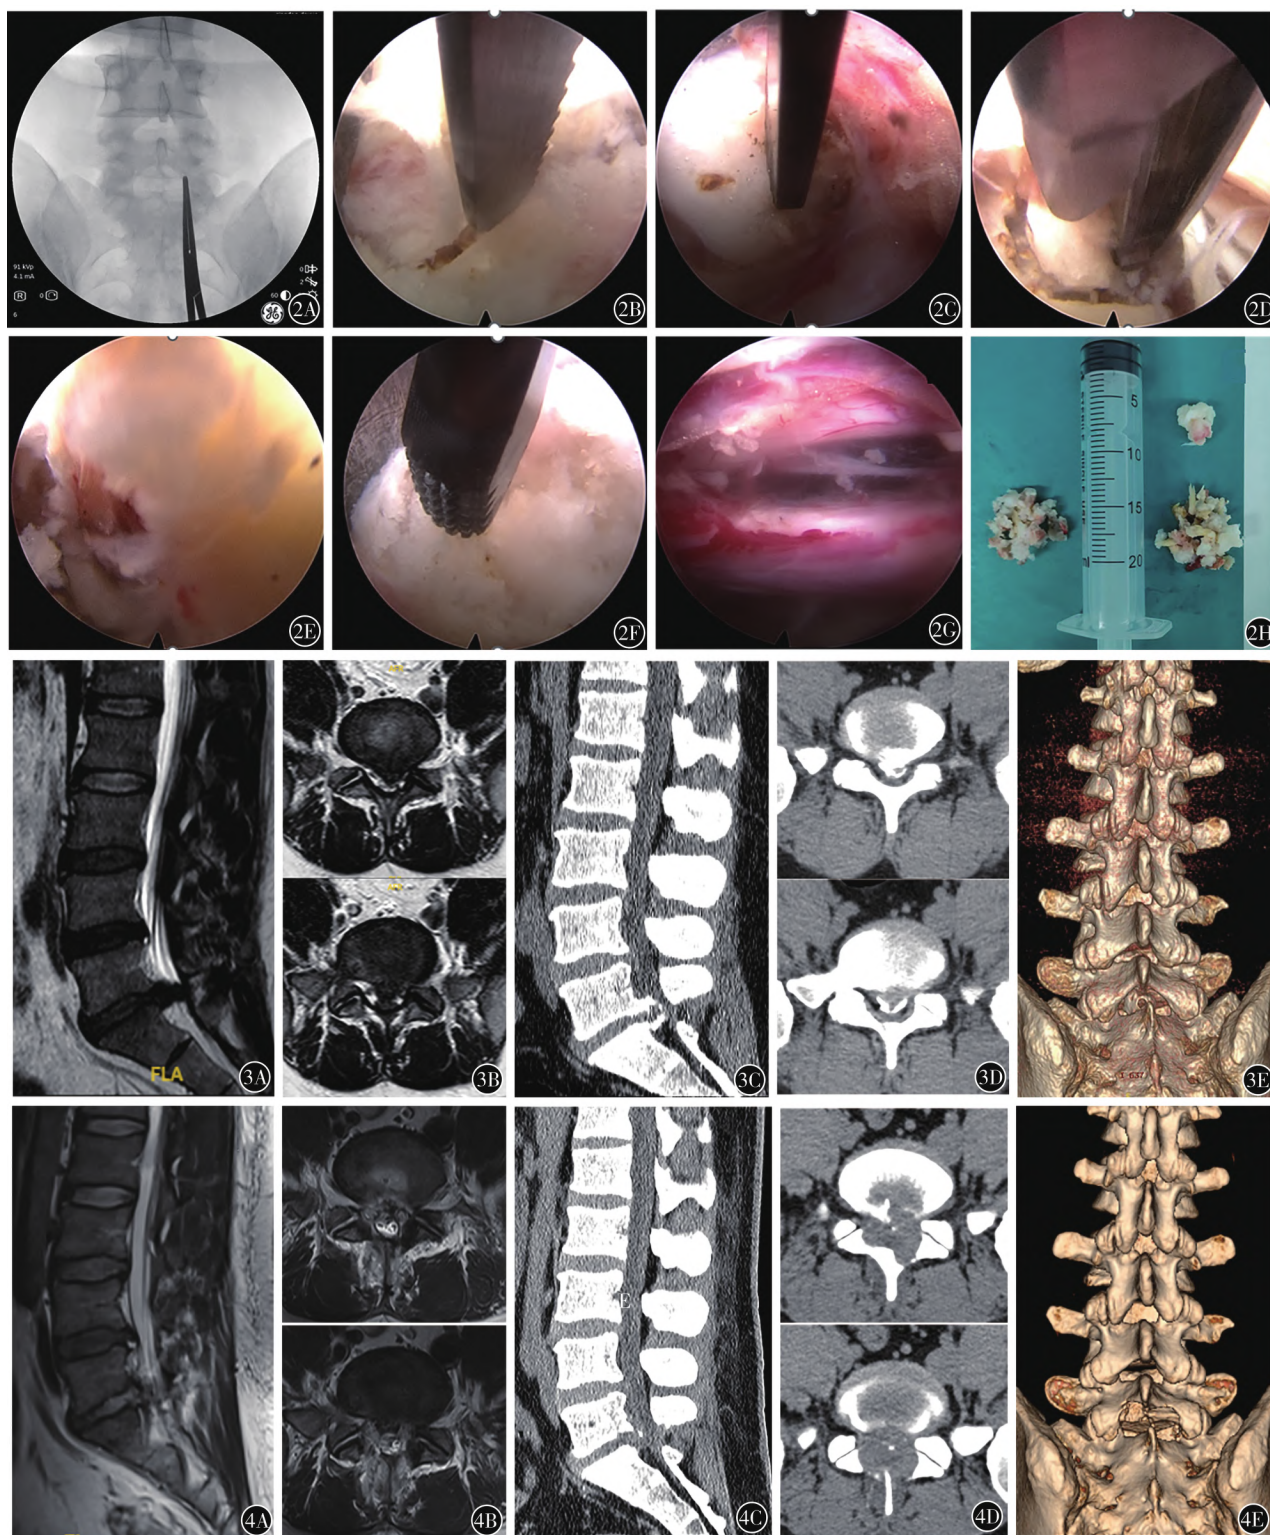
患者男33岁,诉腰痛伴双大腿后侧麻痛2个月,大小便困难 A定位责任节段下椎板及下椎弓根内侧交界处 B自神经根肩部使用片状镜下超刀切割钙化物 C自神经根根部切割钙化物 D,E以椎板咬骨钳清除切割成小块的钙化物及突出的髓核组织 F使用侧磨刀头打磨钙化物边缘 G探查见神经根减压满意 H左右侧取出的骨块及髓核组织 图3 诊断为L5/S1重度钙化型腰椎间盘突出并腰椎椎管狭窄症 A,B术前MRI示L5/S1中央型椎间盘突出并椎管狭窄 C,D术前CT示中央巨大的钙化突出物 E术前CT三维重建 图4 行双切口椎板间入路脊柱内镜下腰椎间盘突出切除术。术后影像示钙化的突出物被完全清除 A,B术后MR示双侧硬膜膨隆,减压满意 C,D术后症状缓解满意。CT示双侧骨化物去除彻底 E椎板成型后的CT三维重建
